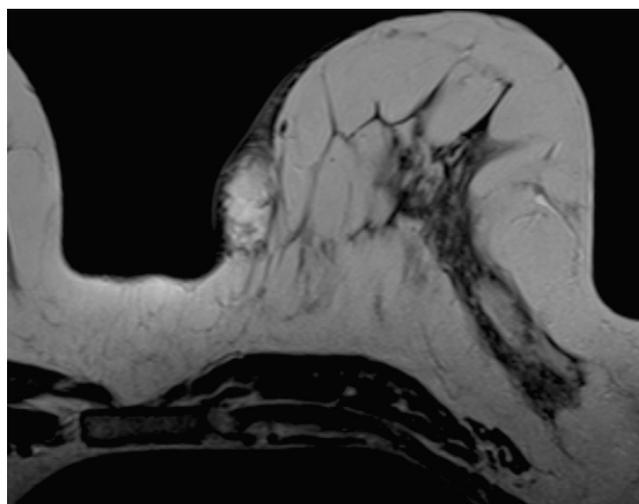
IRM mammaire en séquence T2
